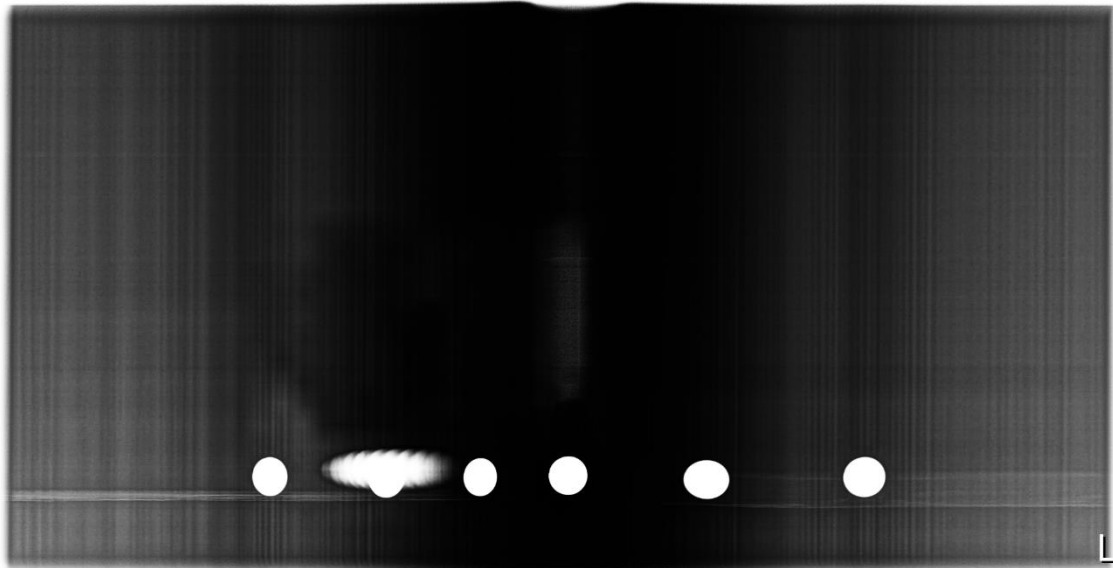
Messaufnahmen mit Röntgenkugeln
